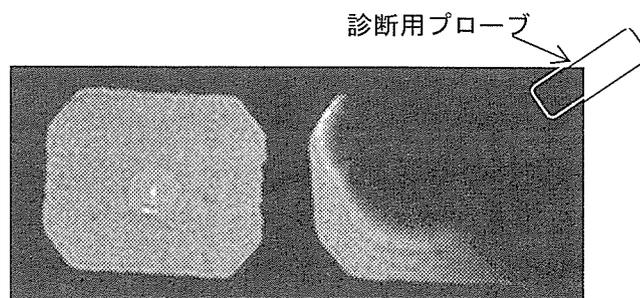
通常の超音波プローブによる MRI 画像ノイズの発生例
